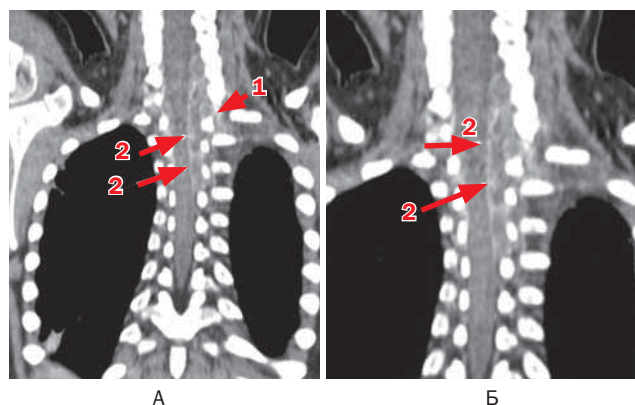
Больной Н., 12 лет. Нейробластома шейно-грудной области слева. МСКТ грудного отдела позвоночника с контрастированием (А, Б)
